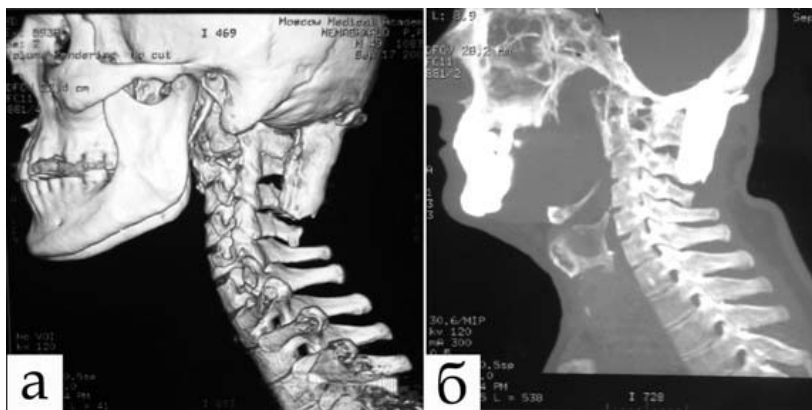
МРТ после операции. Задний окципитоспондилодез проволокой до C4 позвонка. Ось позвоночника сохранена. Слабо прослеживается ауто-трансплантат от C0 до C3 позвонков и формирование костного регенерата. а – МРТ 3D реконструкция; б – МРТ.
